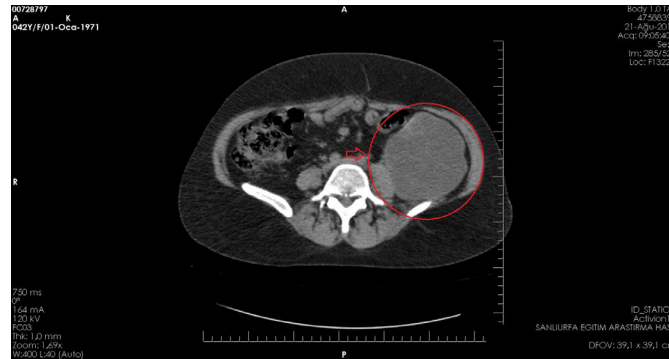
Sağ böbrek alt polde Gharbi tip 2 kistik ekinokokkoz ile uyumlu kistik kitlenin BT görüntüsü
